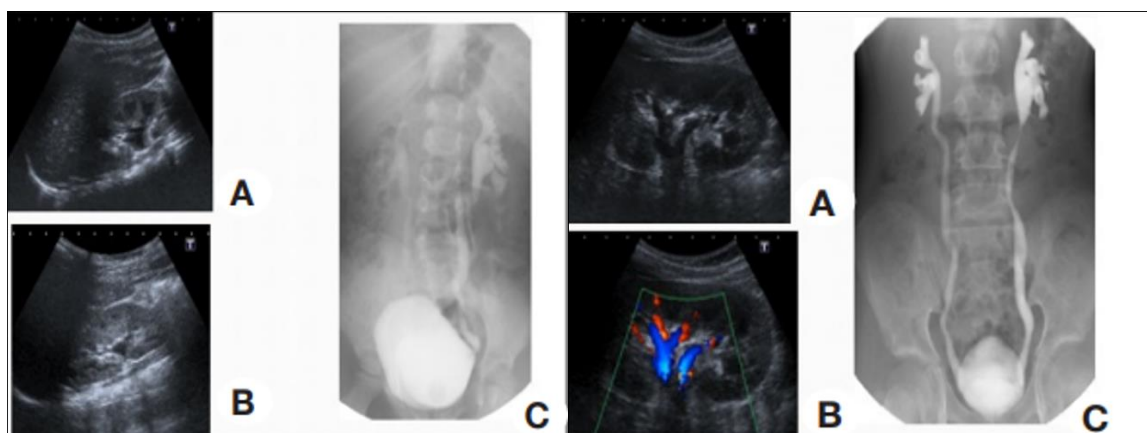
à gauche fillette de 4 ans présentant un RVU bilatéral à l'UCR et une dilatation CPC à l'échographie. Image de droite l'évolution de 4 ans normalisation des images échographiques et persistance du RVU au même grade à l'UCR
